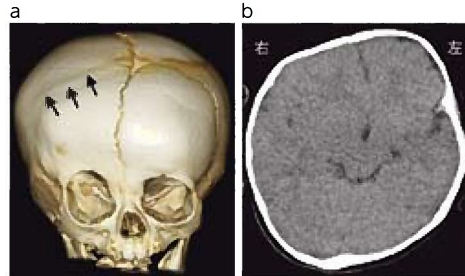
3D-CTでは右冠状縫合が消失しており (a、矢印)、CTの冠状断では右前頭骨が平たく、左前頭骨が飛び出していることがわかります (b)。
